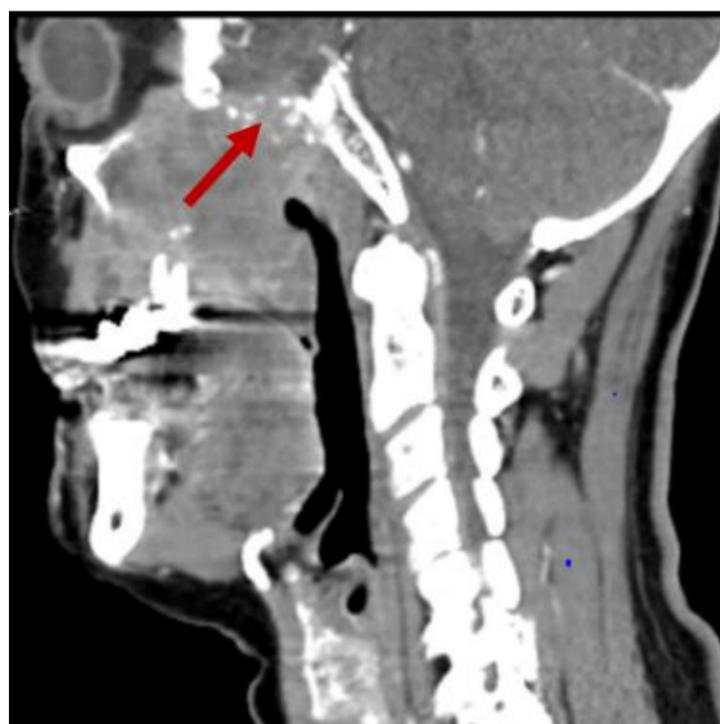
TAC sagital con contraste. Extensión a la fosa temporal. Carcinoma de células escamosas
